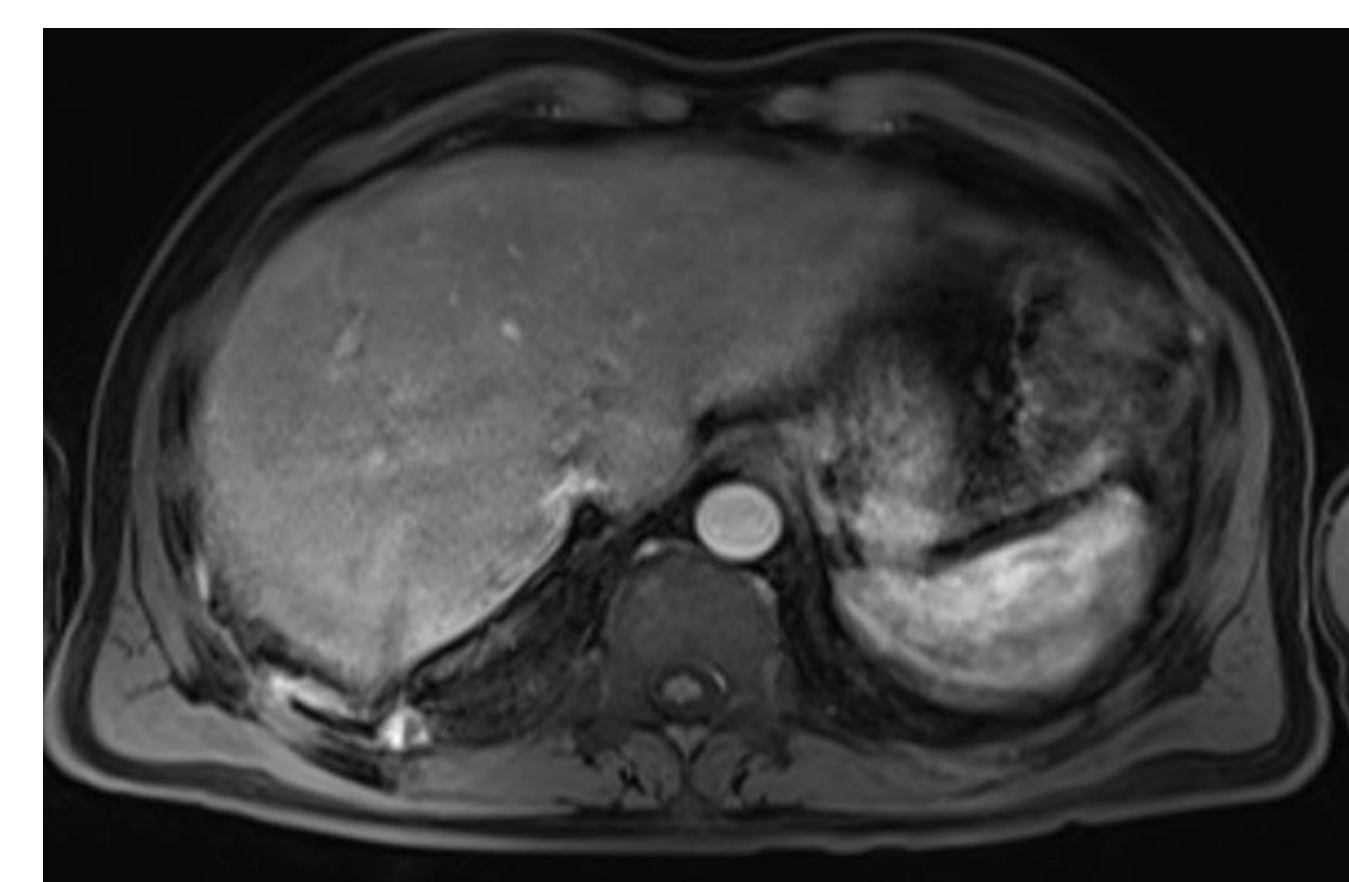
RM: Parénquima hepático sin lesiones.
